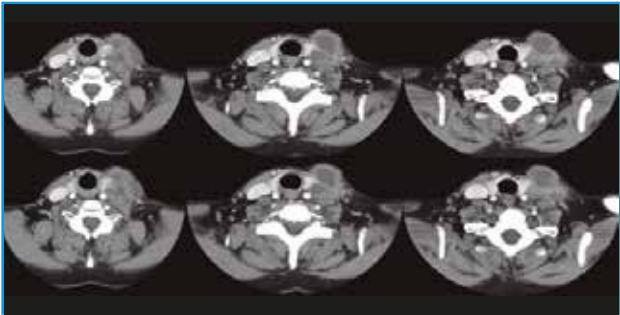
TC axial y coronal con adenopatías múltiples unilaterales izquierdas mayores de 3 cm y menores de 6 cm en TPOD. Cuello N2b.
